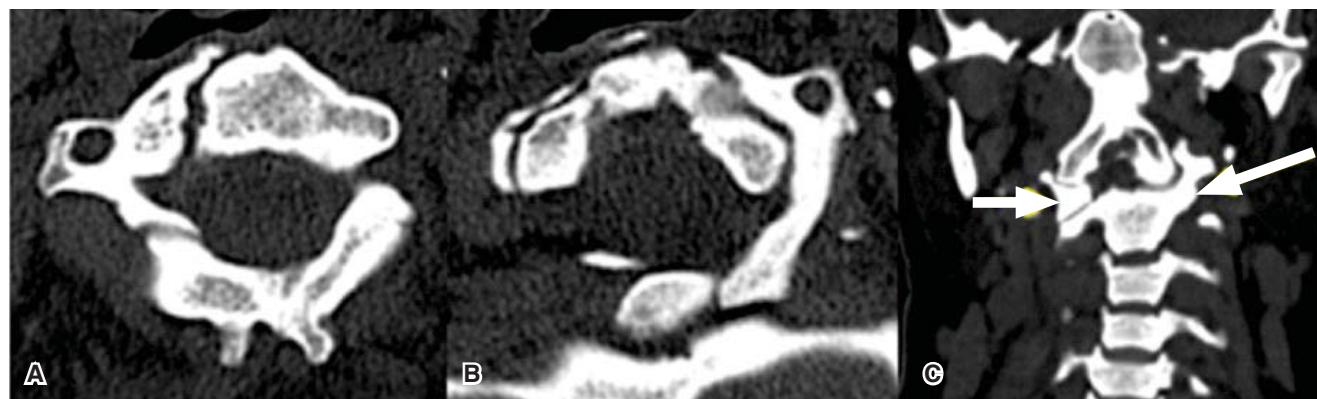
Tomografía computada con ventana para hueso en planos axial (A y B) y coronal (C). En A y B se observan masas laterales del atlas, con forámenes vertebrales formados, sin identificar cuerpo del atlas. C se observa fusión parcial de la masa lateral izquierda (flecha larga) con cuerpo del axis y mientras que la masa lateral derecha permanece libre (flecha corta).
